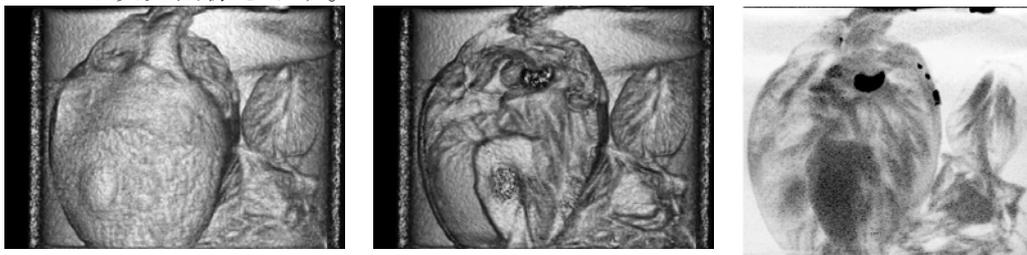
山蟻の3次元CT画像：表面強調(左)、内部強調(中央)、透過強調(右)
